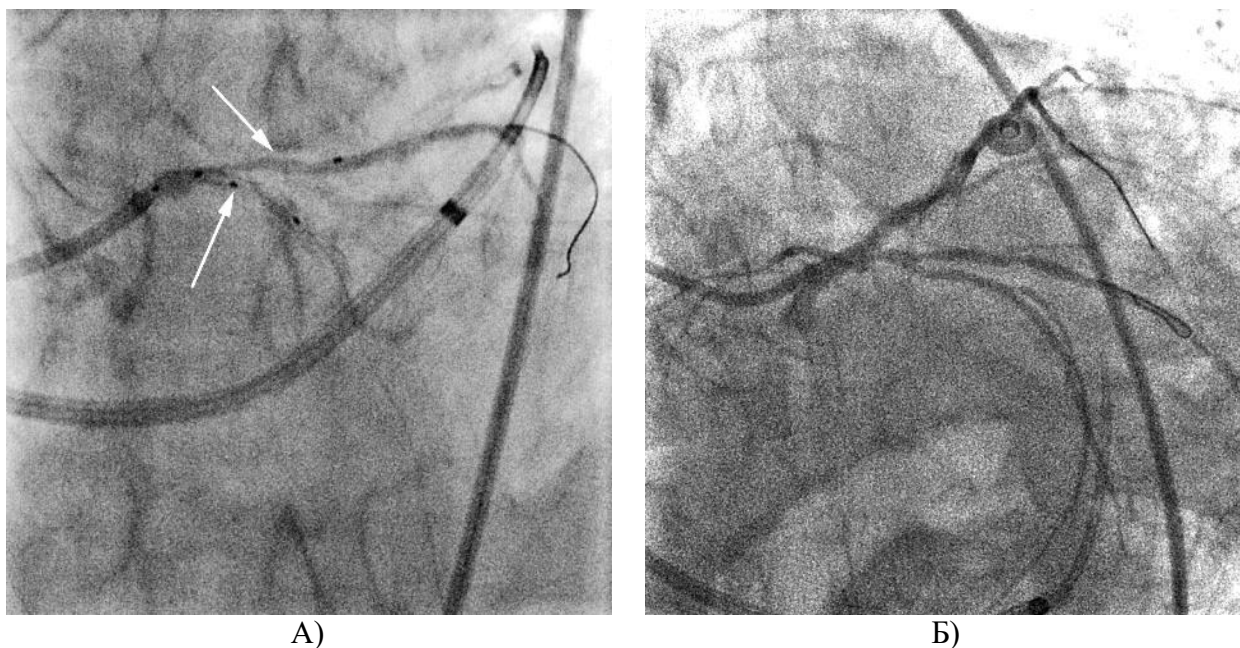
А) Этап позиционирования бифуркационного стента в позиции СЛКА-ПНА (показан стрелкой), установка стента в область СЛКА-ПНА производится по методике «зажатого баллона» («зажатый баллон» установлен в устье ОА – указан стрелкой на рисунке) с инициированной ретроградной перфузией; Б) Ангиографический результат после проксимальной оптимизации стента в СЛКА и «kissing»-ангиопластики СЛКА-ПНА-ОА (ретроперфузия не инициирована).
